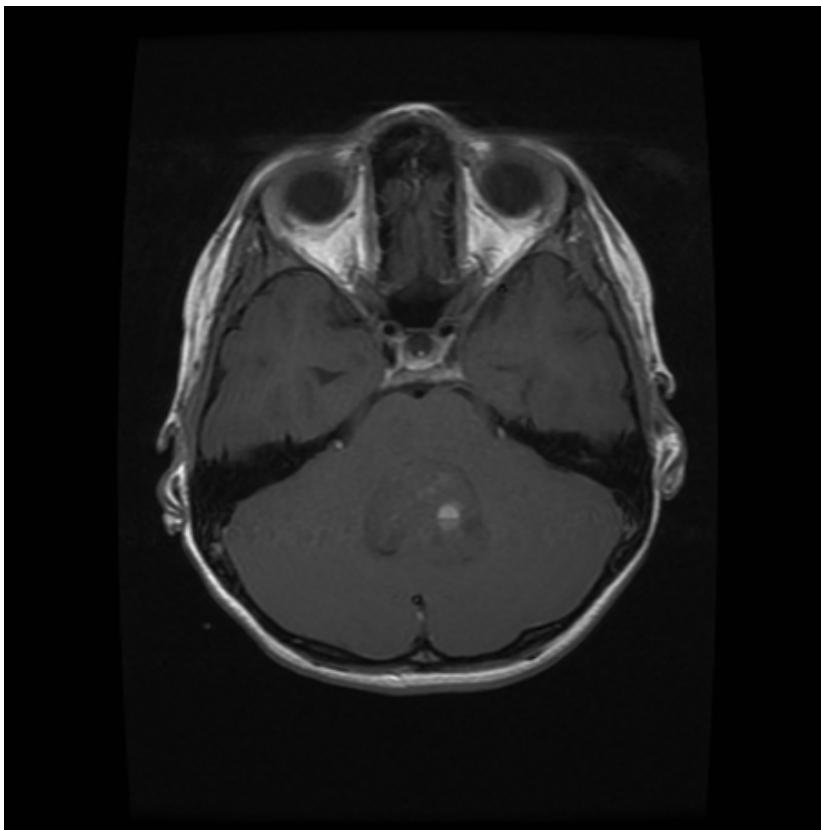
Figure 4. Médulloblastome : aspect de lésion tumorale hétérogène, située au niveau du quatrième ventricule, se réhaussement très discrètement et de manière hétérogène après injection de gadolinium (coupe axiale d'IRM en pondération T1 avec injection de produit de contraste).
